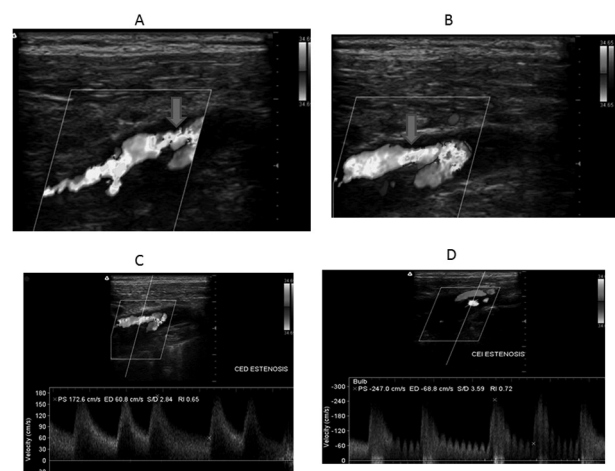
Estenosis significativas en los orígenes de las carótidas externas bilaterales. A. Carótida externa derecha: el estudio Doppler color (mediante señal roja) indica la inversión del flujo y la flecha muestra la zona de estenosis. B. Ídem en la carótida externa izquierda. C y D. Flujos turbulentos de altas velocidades sistodiastólicas en las carótidas externas derecha e izquierda, respectivamente.
